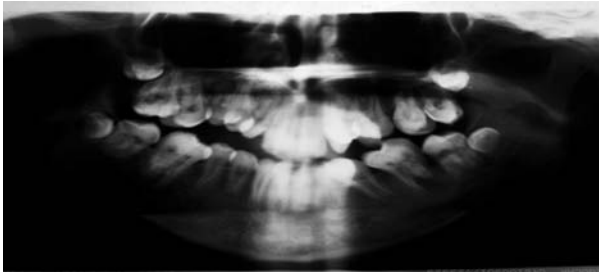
Radiografía panorámica previa al tratamiento.
